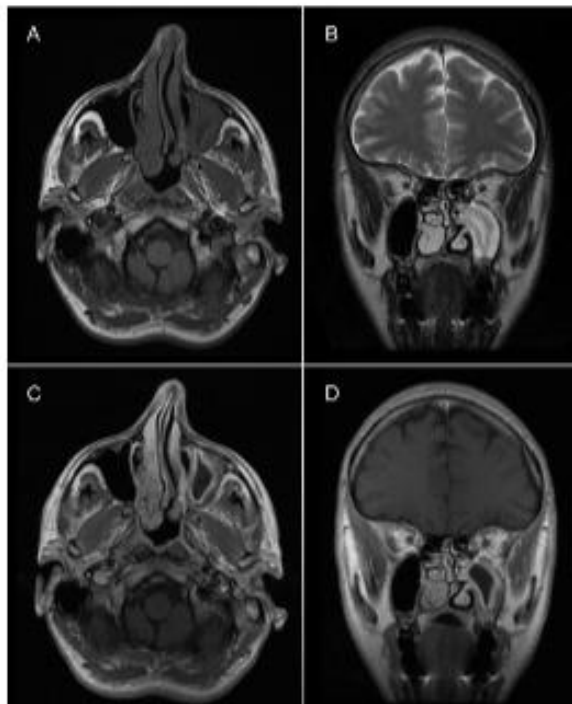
RM de senos paranasales. Sinusitis aguda (A) secuencia T1 en plano axial. (B) secuencia en T2 en el plano coronal. (C) secuencia T1 saturación grasa tras la administración de contraste en el plano axial. (D) secuencia T1 saturación grasa tras la administración de contraste en el plano coronal. Se observa un marcado engrosamiento mucoperióstico en el seno maxilar izquierdo y acúmulo de secreciones que ocupan la totalidad del seno.
